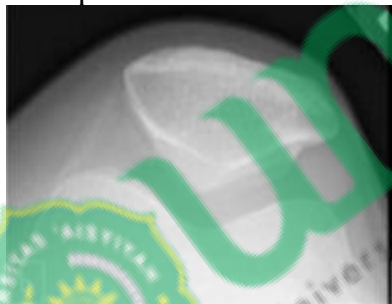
Hasil radiograf proyeksi *Axial skyline* (Carlos, A. 2019)
